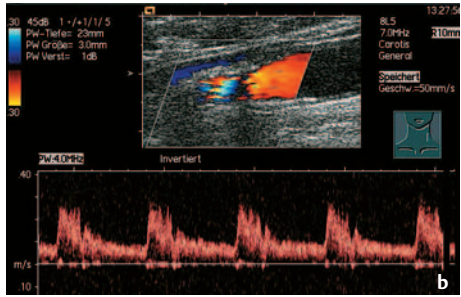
b u. c b Carotisstenose im Bereich des ACI-Abgangs: Turbulente Strömung ohne Flussbeschleunigung in der ACC. c Dopplerableitung in der ACI bei liegendem Stent in der ACC
